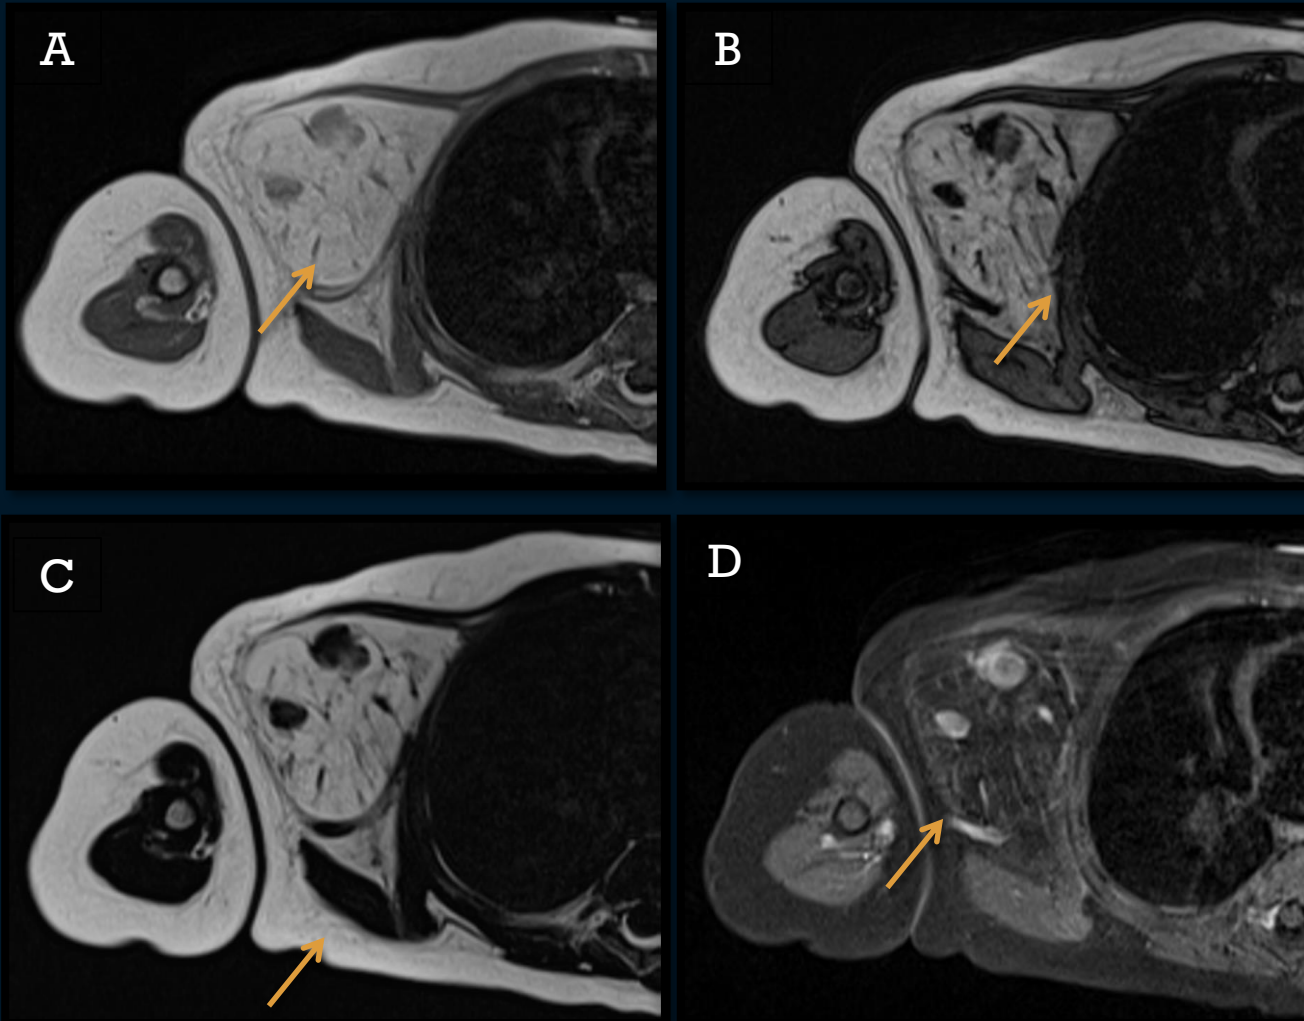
RM da Cintura Escapular e Braço Direito :
